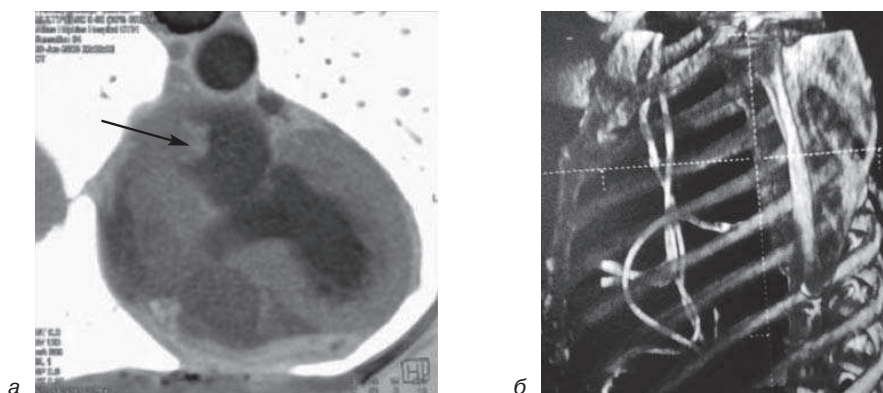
Диагностика новообразований и определение расположения инородных тел внутри сердца: *а* – МСКТ сердца, миксома левого предсердия (стрелка); *б* – множественные эндокардиальные электроды для постоянной кардиостимуляции
